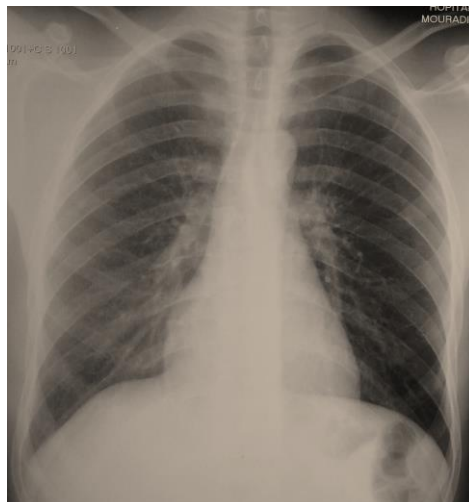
Radiographie thoracique de face montrant un nettoyage complet du poumon droit au bout d'un an.
